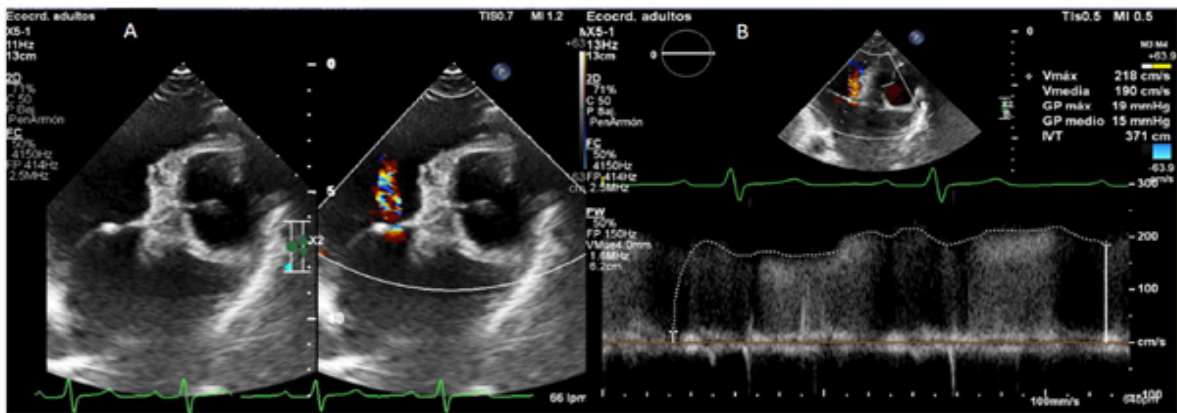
A) Septum interatrial desplazado hacia el atrio derecho con defecto tipo foramen oval restrictivo de 3.6 mm con cortocircuito de izquierda a derecha con aceleración de doppler color. B) Gradiente medio a través del mismo de 15 mmHg.
